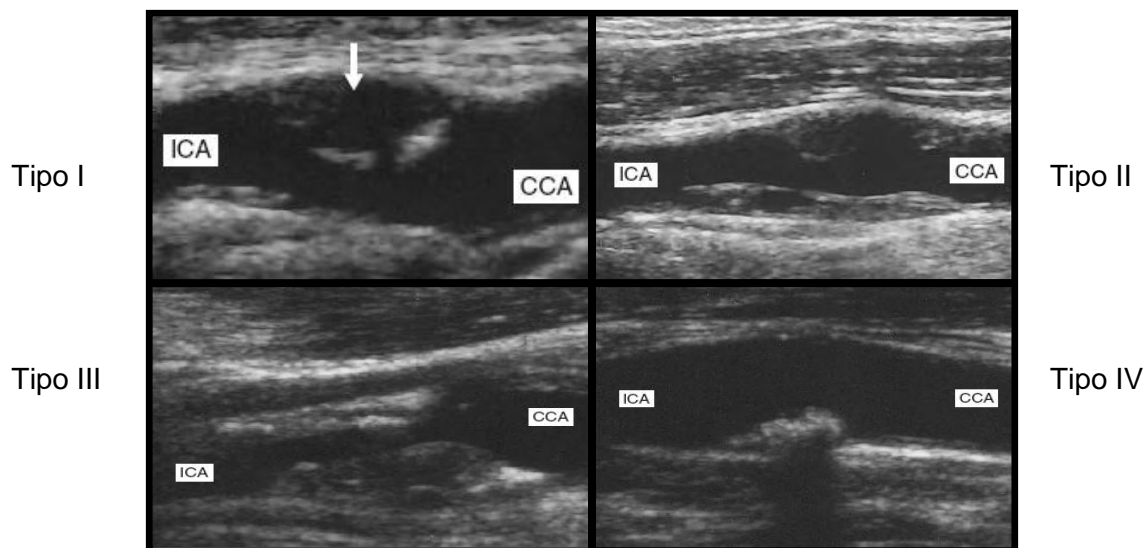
Imágenes correspondiente a placas: tipo I, II, III y IV clasificadas por ultrasonido. En orden correspondiente, de izquierda a derecha, de arriba abajo.
